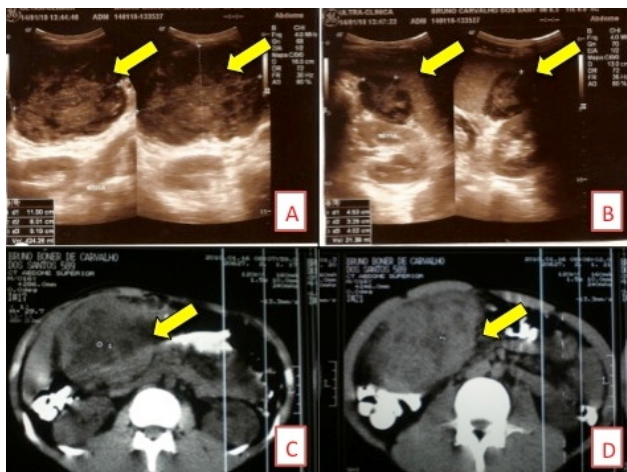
a) US mostrando volumosa massa tumoral em Fossa Iliaca direita (setas). b) US mostrando massa tumoral sólida em hilo esplênico (setas). c) TC contrastadas, em corte axial, mostrando grande massa tumoral ocupando o flanco direito (setas). d) TC contrastada com áreas de hipocaptação ao centro da massa, caracterizando áreas de necrose.
